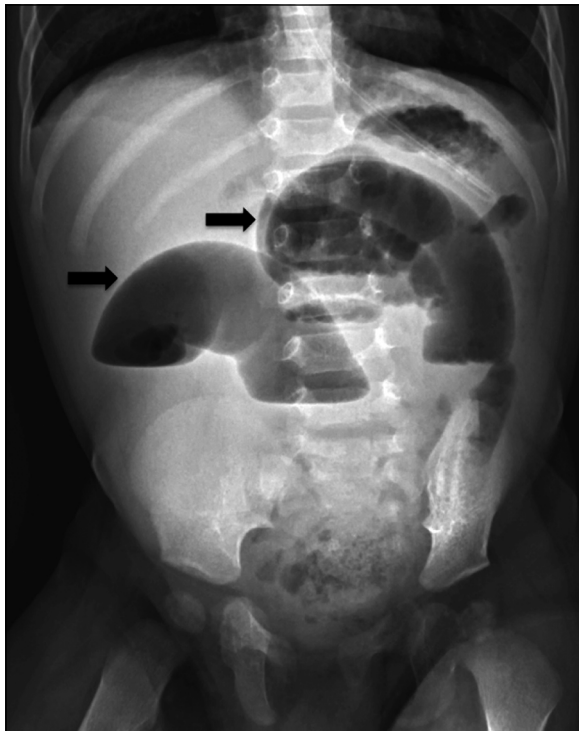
Caso 1. Radiografía abdomen proyección anteroposterior en bipedestación. Dilatación de asas de intestino delgado con niveles hidroaéreos (flechas) y escaso de aire a distal.
